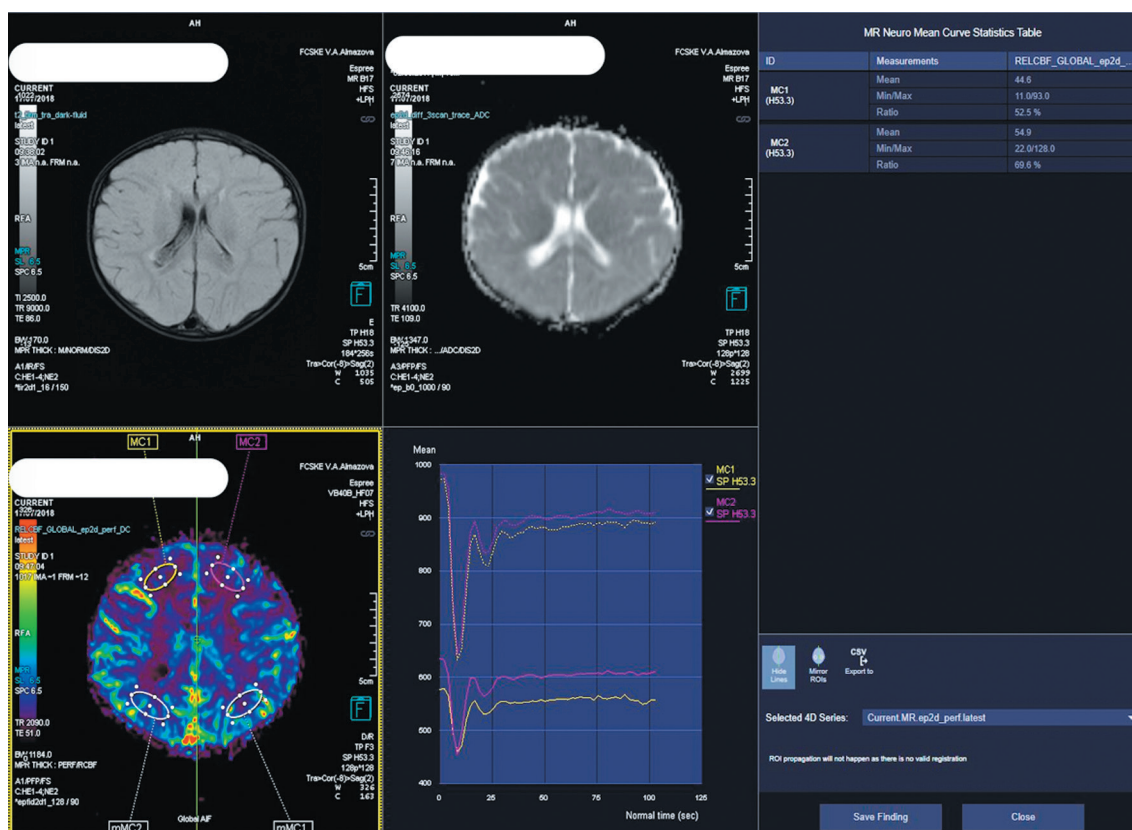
Перфузионная карта CBF у пациента с бикоронарным синустозом.
